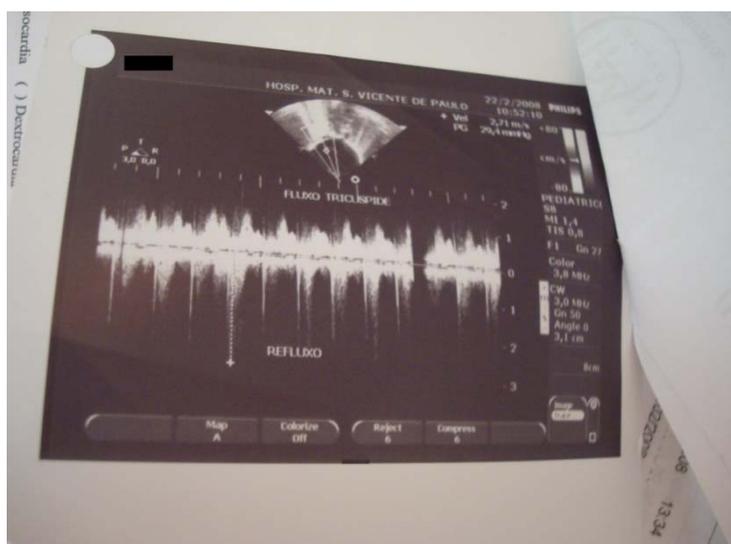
Ecocardiograma (Fonte: HMSVP)
